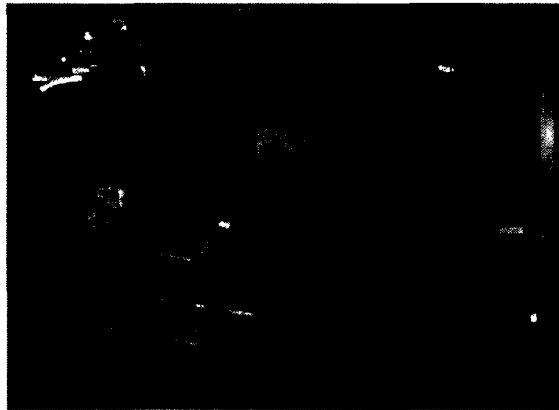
Système utilisant des moteurs ultrasoniques pour des interventions pour le foie [29]
